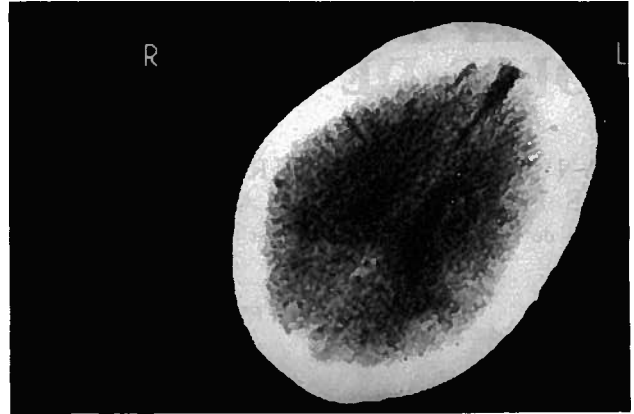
TAC cranio-encefálica evidenciando edema discreto e difuso, com apagamento dos sulcos corticais e sistema ventricular.
